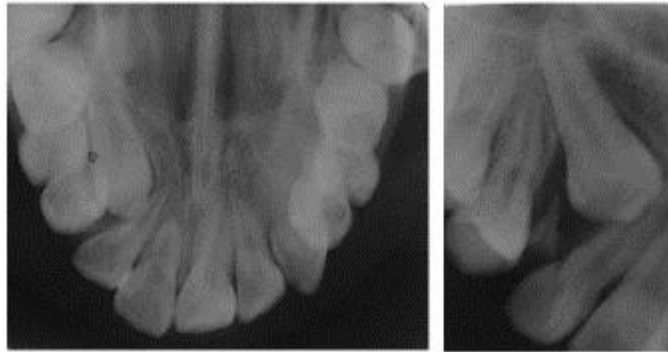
Radiografía oclusal y periapical.
